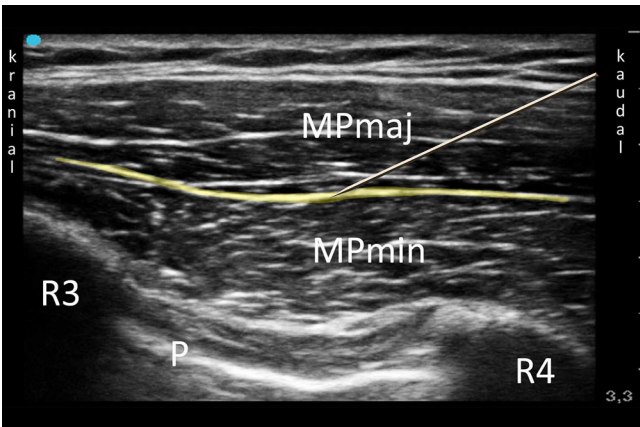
◀ Sonographische Darstellung einer PECS-I-Blockade. MPmaj M. pectoralis major, MPmin M. pectoralis minor, P Pleura, R3/R4 3./4. Rippe. Ausbreitung der LA zwischen den Muskelfaszien der beiden Pektoralismuskeln nach In-plane-Punktion
